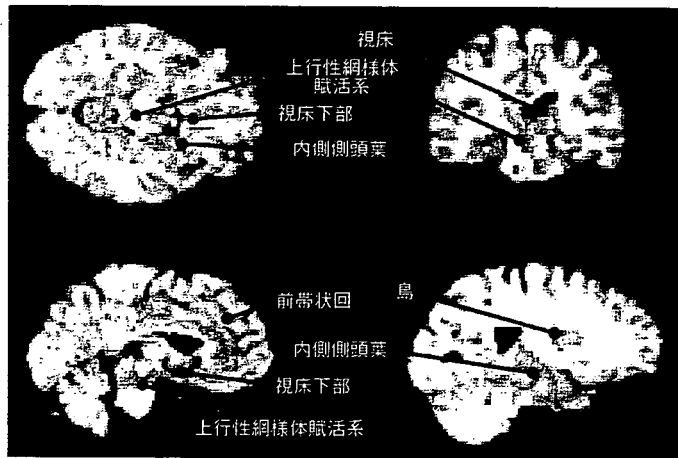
原発性不眠症患者のポジトロン CT (文献 25)より改変引用) 覚醒からノンレム睡眠に入っていく時には、脳のブドウ糖代謝が低下するが、不眠症患者では健常対照者と比べて、この相対的な代謝の低下が、上行性網様体賦活系、視床下部、視床、島、扁桃体、内側側頭葉、前帯状回、などの部位でうまく行われていないことが示された。
